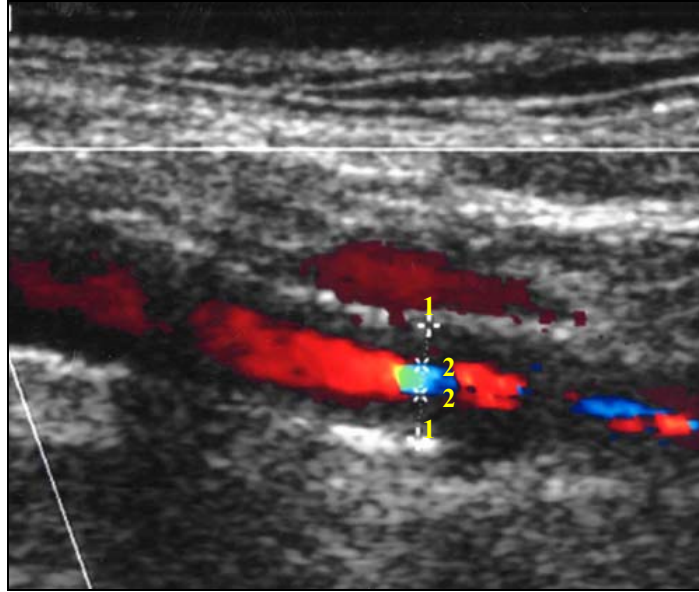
Farbdoppleraufnahme einer In-Stent-Restenose. Deutlich erkennbar ist das ursprüngliche Lumen des Stents (1) und die im Stent entstandene Stenose (2) (♂, 67 Jahre)
